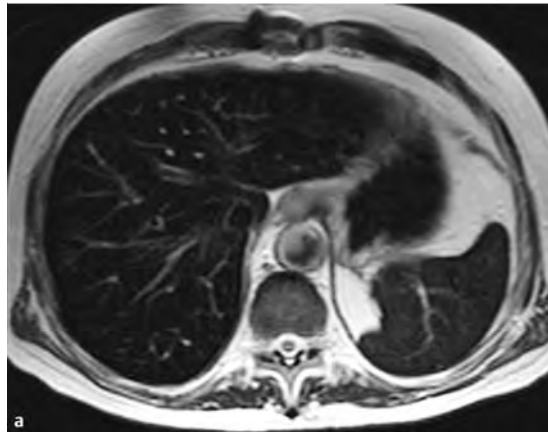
MRT (T2-Wichtung) bei vermehrter Eisenspeicherung. a Bei der Hämosiderose kommt es zu einer generalisierten Eisenspeicherung mit konsekutiver Signalabsenkung in Leber und Milz. b Bei der Hämochromatose ist die eisenspeicherungsbedingte Signalabsenkung ausschließlich auf die Leber beschränkt. Die Signalintensität der Milz ist normal. Leberzirrhose mit Aszites.
